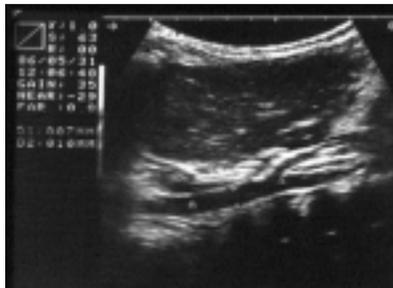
Ecografia del piccolo epiploon. a) Normale spessore (E) al davanti dell'aorta (A) e all'emergenza del tronco celiaco. b) Marcato ispessimento dello spazio epiploico al davanti dell'aorta con alcuni neovasi nel suo contesto.
